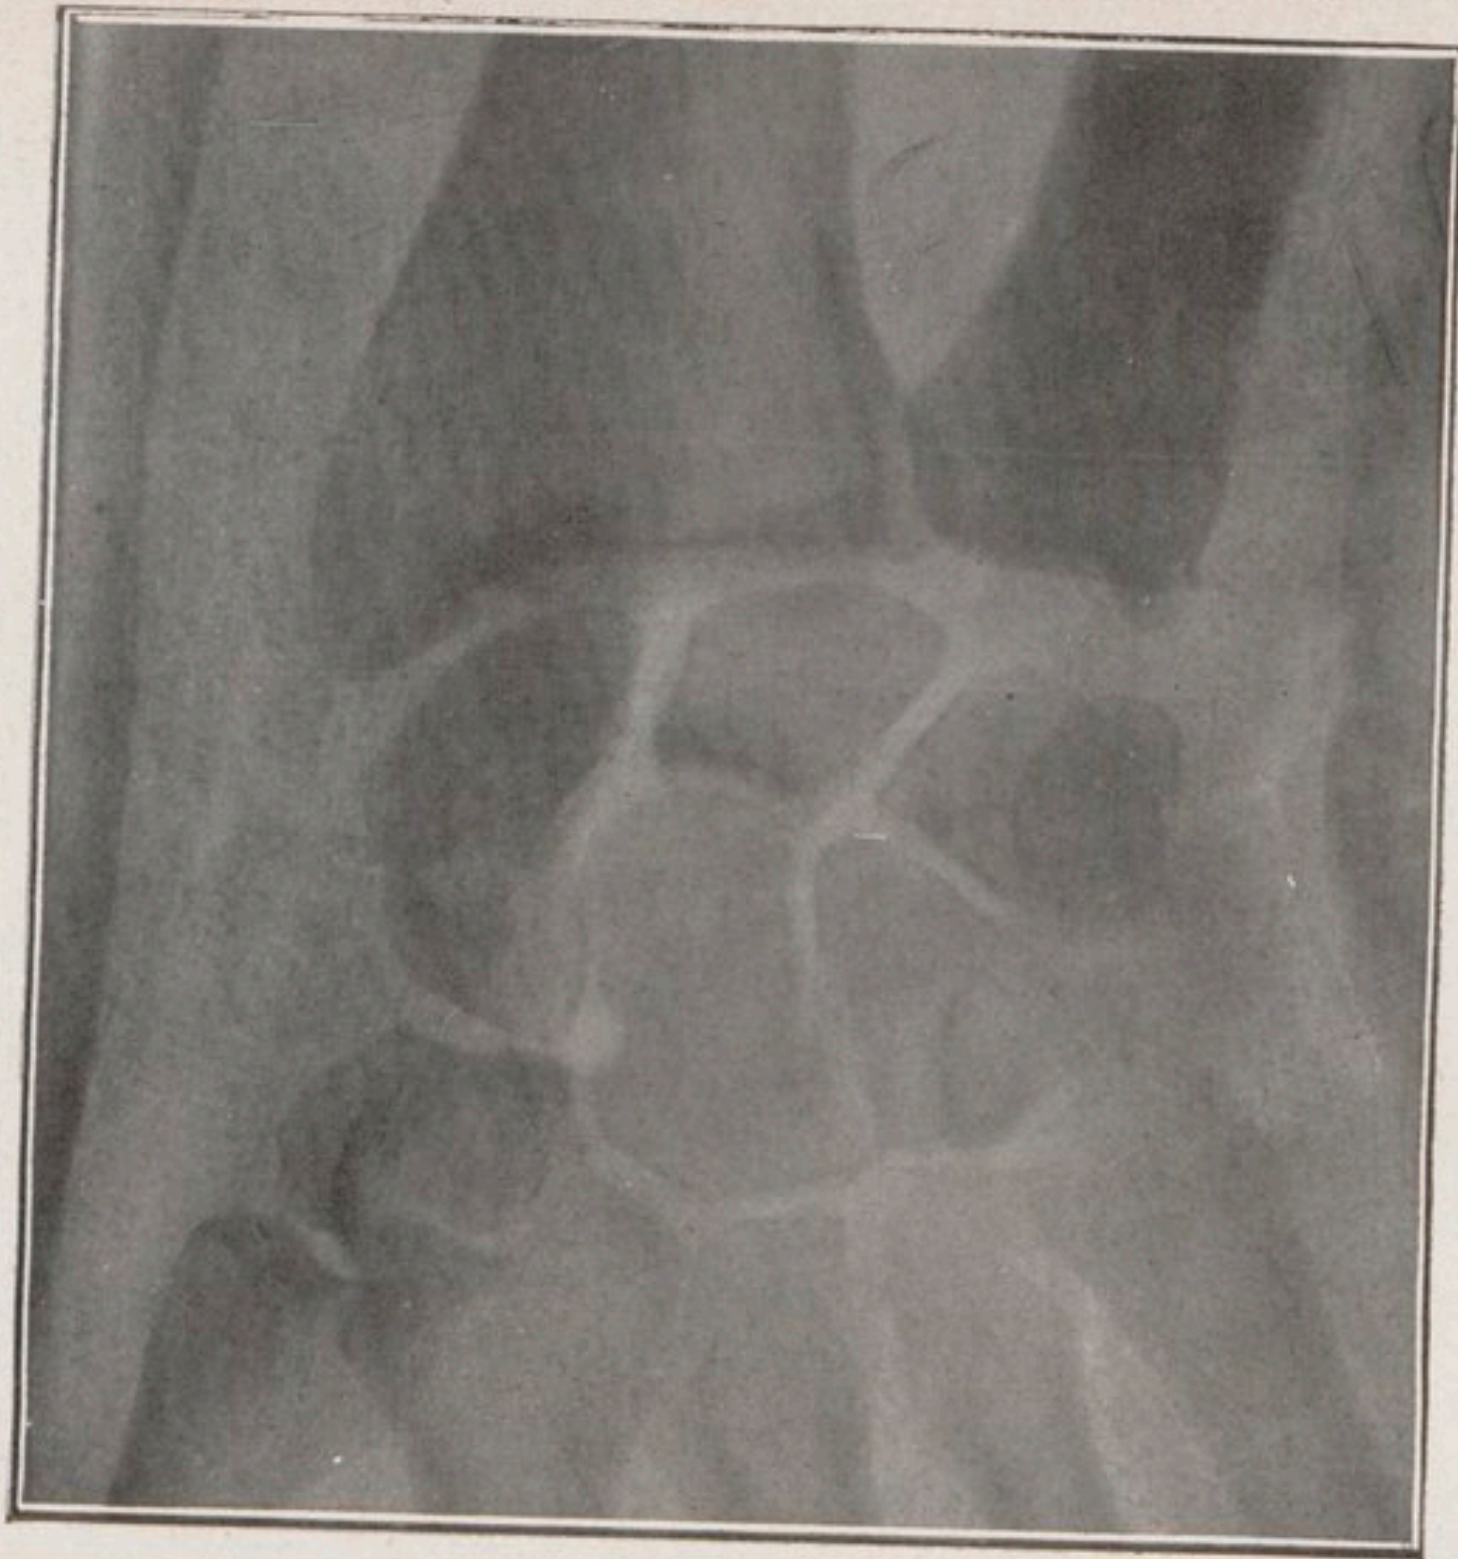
Radiographie de face, sous plâtre, après la deuxième réduction
